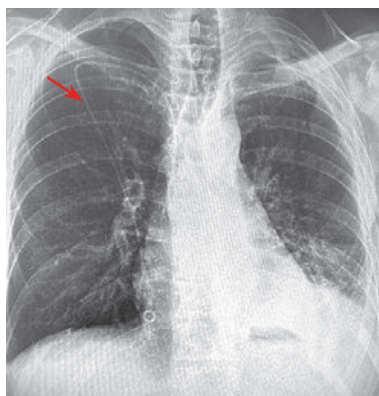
КТ ОГК після встановлення дренажу (стрілкою показано абсцес м'яких тканин правої грудної залози)
